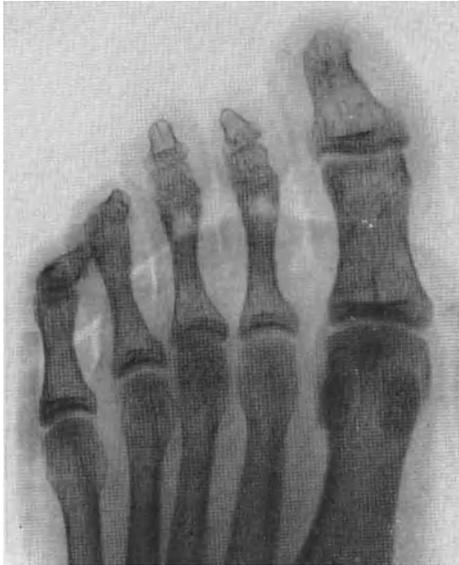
Röntgenbild von Mittelfuß und Zehen eines 20 jährigen Spätrachitikers. Starke Knochenatrophie. In den Zehenphalangen, besonders in der Endphalanx der großen Zehe ist kaum Spongiosa zu sehen.
